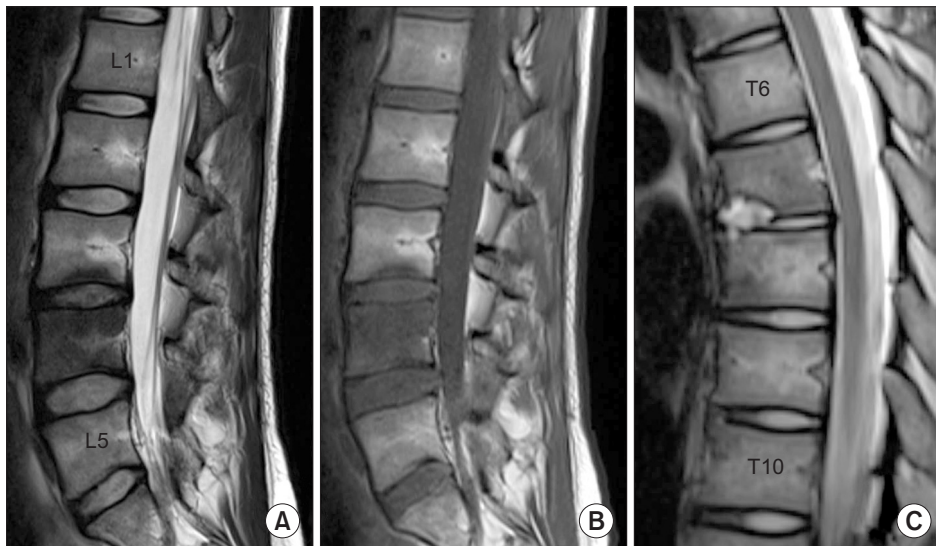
Sagittal T2-weighted image (WI) (A) and sagittal T1WI magnetic resonance imaging (MRI) (B) demonstrate superior endplate erosion of L4, bone marrow edema of the inferior endplate of L3, and bone marrow edema with small abscess formation at inferior endplate corner of T12. (C) Thoracic sagittal T2WI MRI demonstrates endplate erosion with fluid at the T7-8 intervertebral disc. On the other hand, there was no significant paravertebral or epidural abscess formation.
